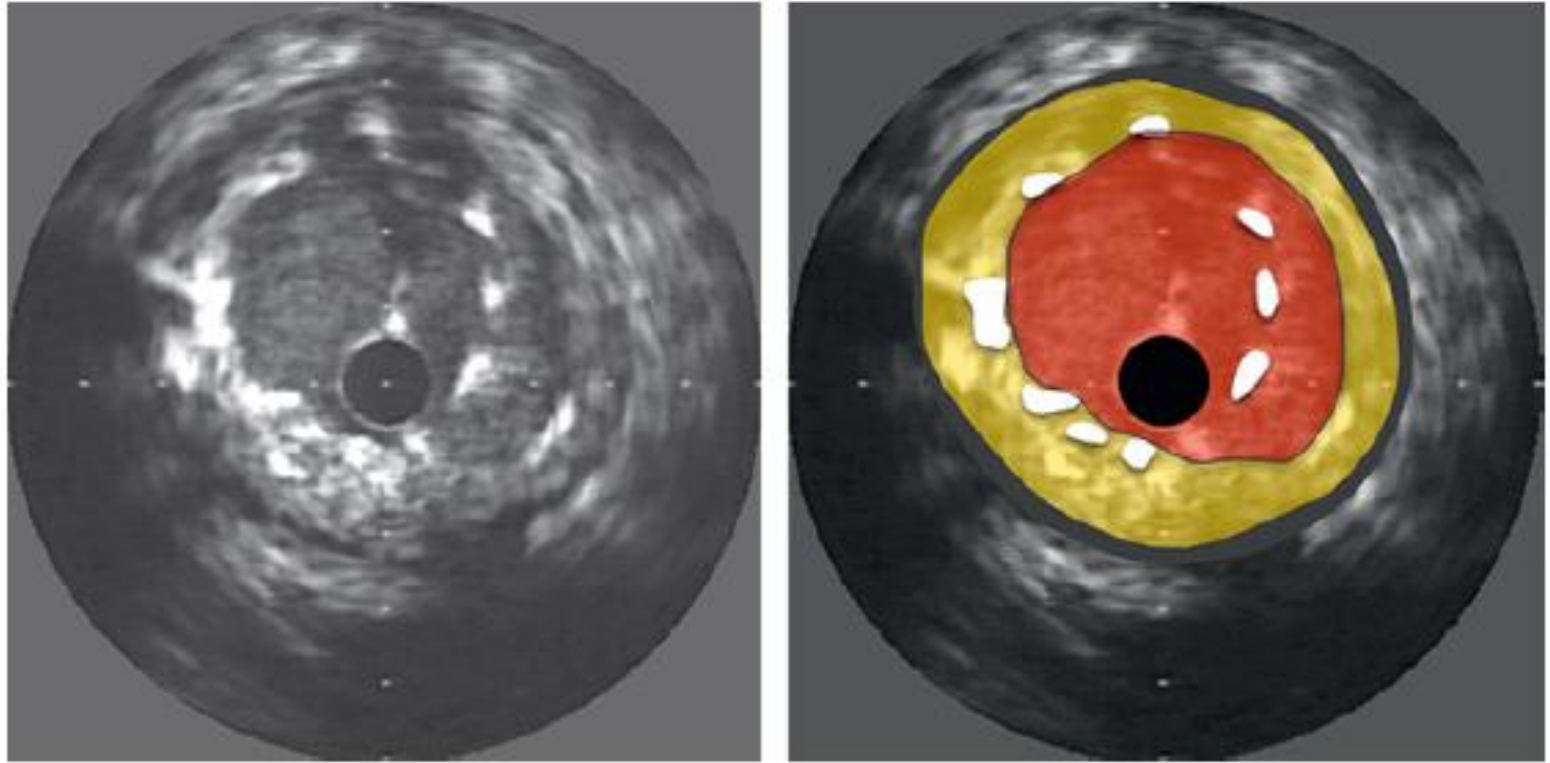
Intravascular ultrasound cross-section at a site with unopposed coronary stent struts.
